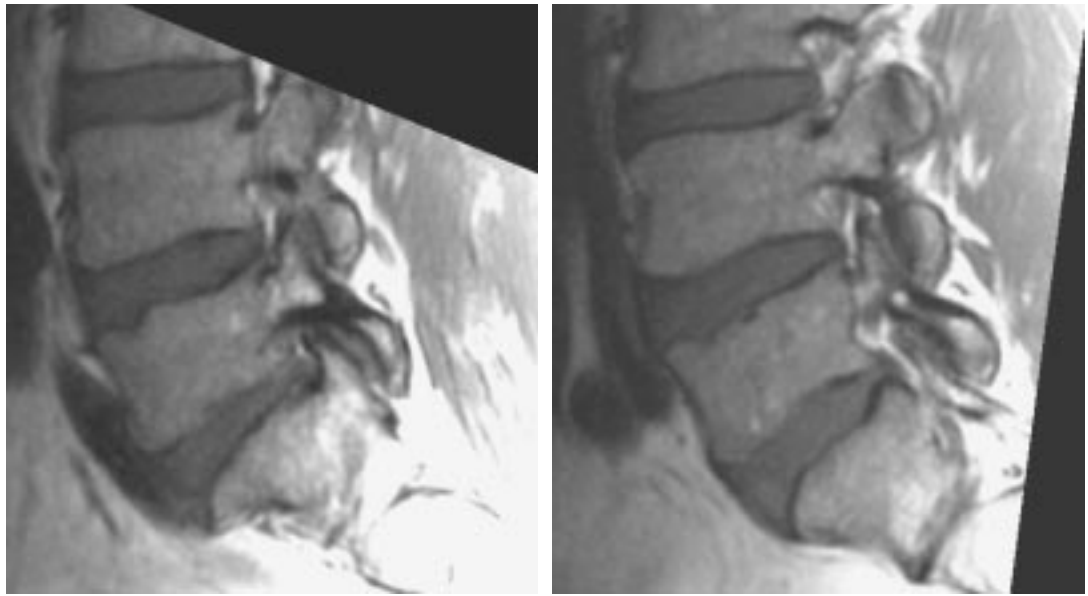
Sténose foraminale. Patiente opérée d'une hernie L5-S1 postéro-latérale droite. Récidive douloureuse radiculaire droite. IRM à 8 mois de l'intervention.
